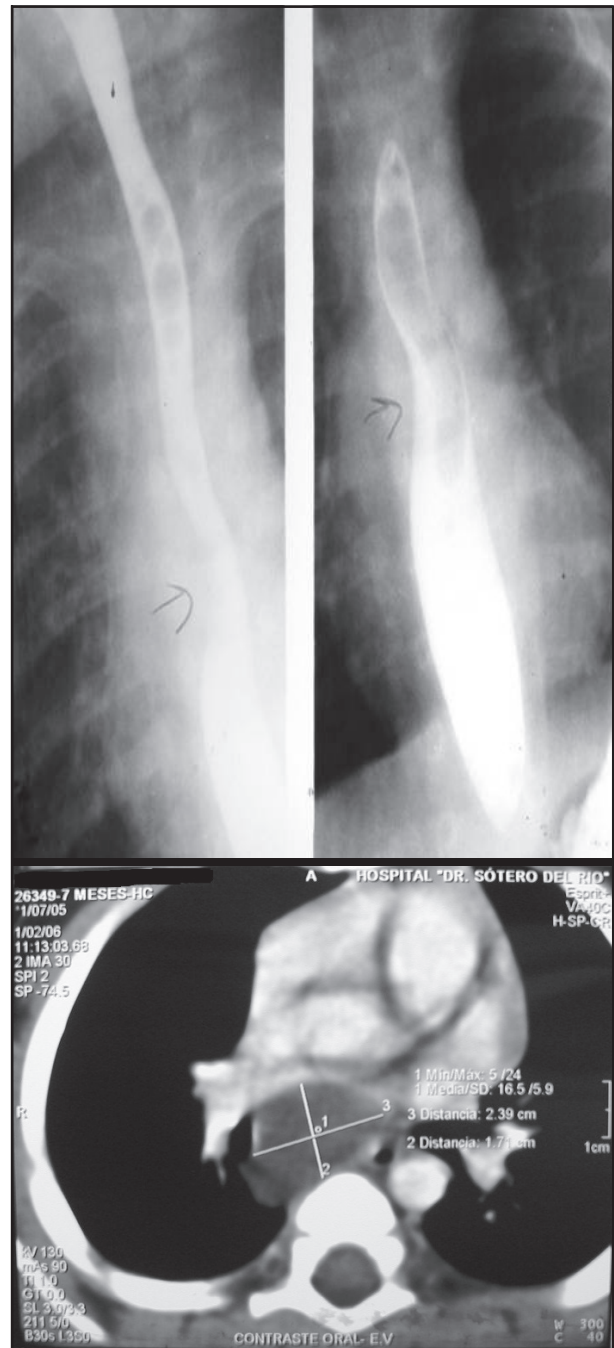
Seriografia Esôfago-Gástrica com bário mostrando lesão arredondada comprimindo a porção mediana do esôfago e TC de tórax mostrando a mesma lesão, em mediastino posterior
